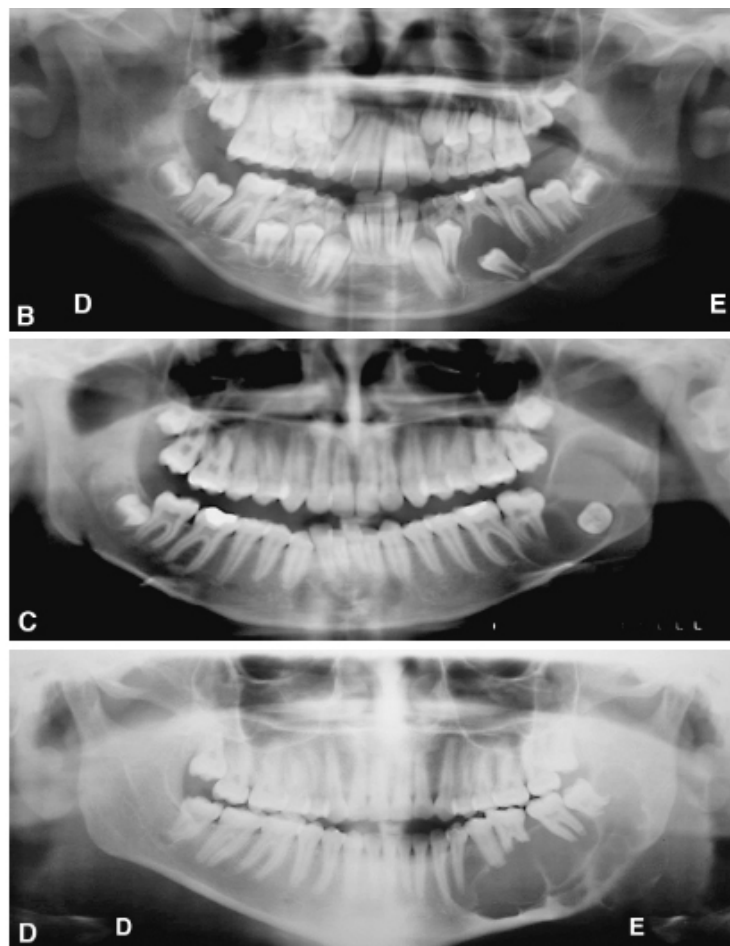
Aspectos radiográficos das principais lesões ósseas odontogênicas e não odontogênicas bucais. A. Cisto radicular em imagem periapical da região de incisivo lateral e caninos superiores. B. Cisto dentígero em região de pré-molares inferiores esquerdos, em radiografia panorâmica. C. Queratocisto odontogênico em região de corpo e ramo esquerdo de mandíbula, rechaçando germe do terceiro molar para a base da mandíbula, em radiografia panorâmica. D. Ameloblastoma estendendo-se da região de pré-molares a molares inferiores esquerdos, com reabsorção das raízes dos dentes envolvidos.
